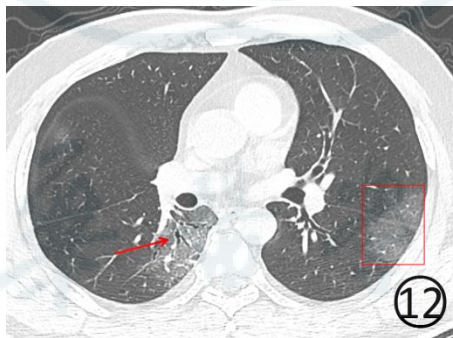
男, 55 岁。CT 平扫肺窗显示左肺上、下叶见磨玻璃阴影, 左侧斜裂胸膜轻度增厚、模糊 (红色框内)。右肺下叶背段之亚段性磨玻璃阴影内细支气管柱状增粗 (↑), 胸膜下局部实变并有小叶间隔增厚、移位
